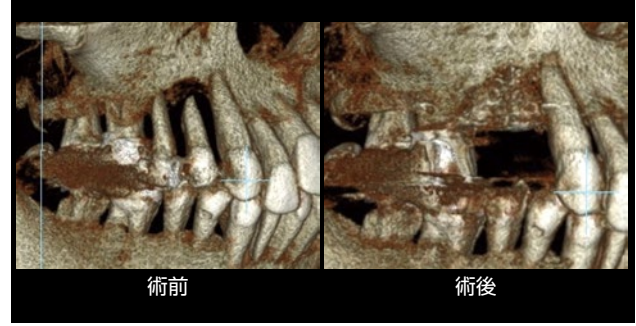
術前CTと術後CTの3D像。骨欠損部の垂直的骨造成が認められる。
